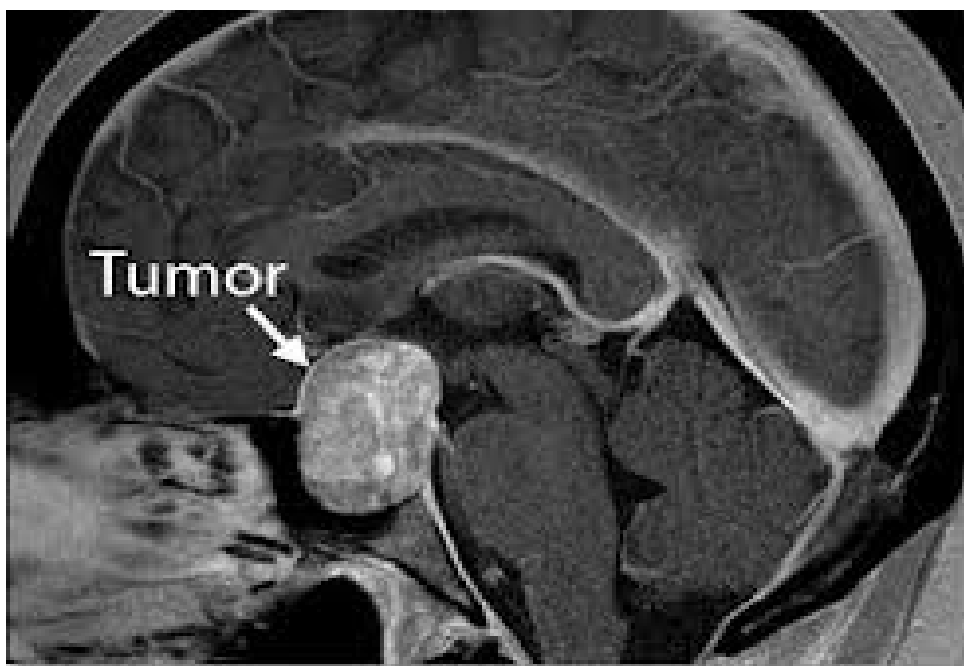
Опухоль гипофиза по данным компьютерной томографии.
